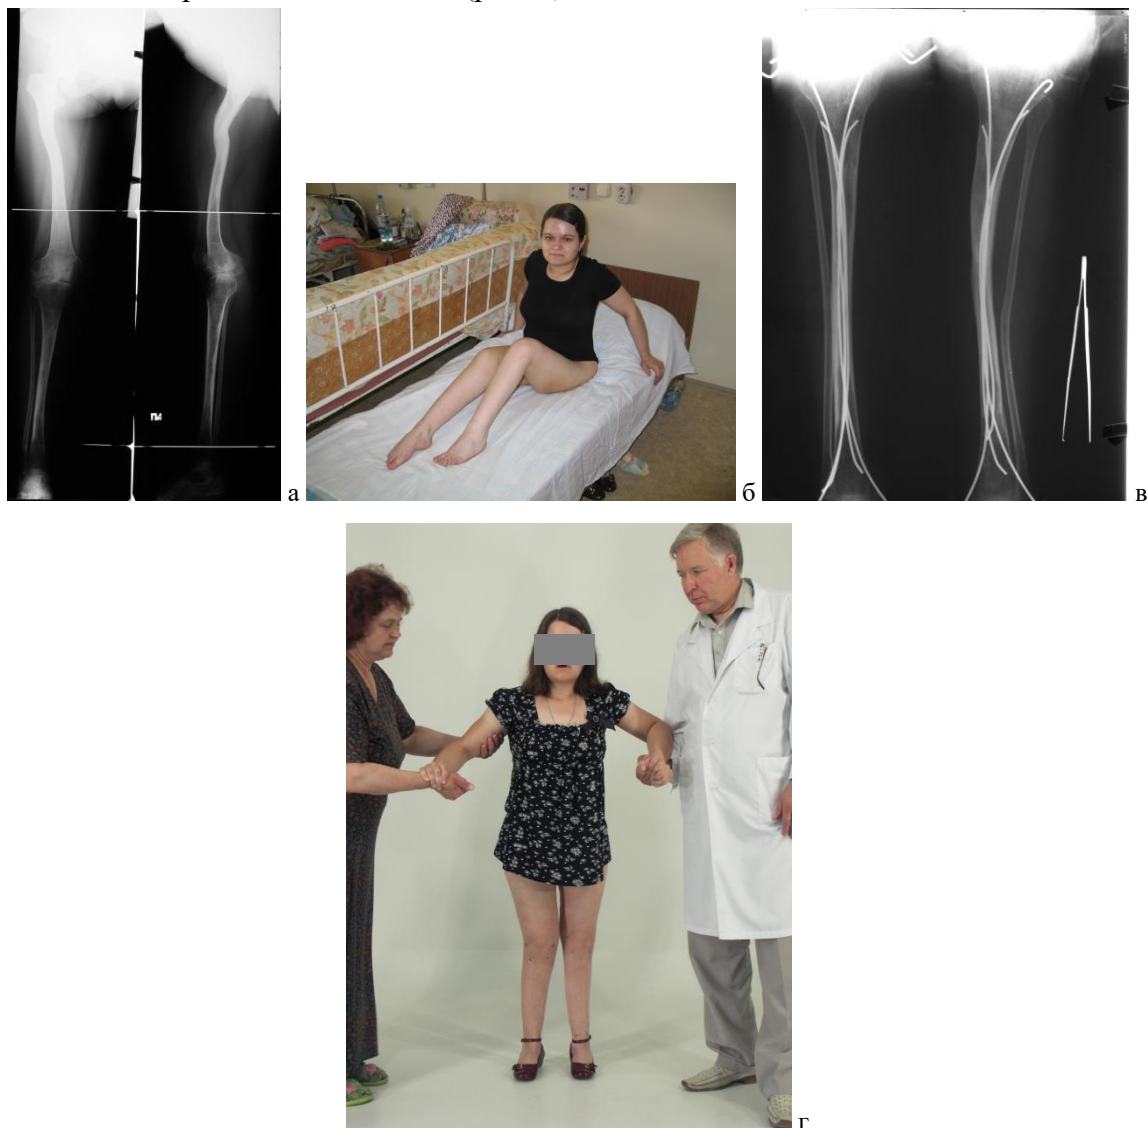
Пациентка N., 17 лет: *a* – рентгенограммы костей нижних конечностей до интрамедулярного армирования; *б* – внешний вид до лечения; *в* – рентгенограммы костей голени на операционном столе после интрамедулярного армирования; *г* – первые шаги после операции.
